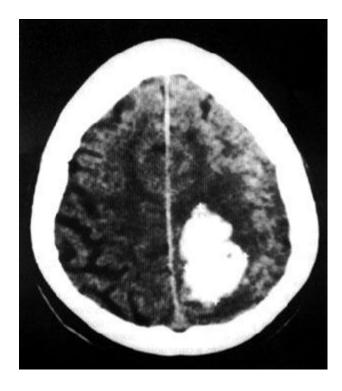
Tomografía axial computada de cerebro que muestra un hematoma parietal izquierdo.
